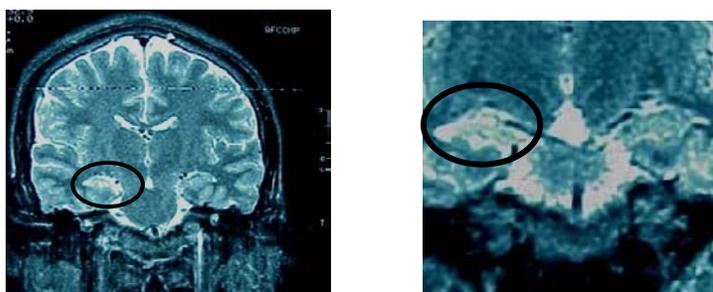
Resonancia Magnética prequirúrgica de GT-D. En estos cortes coronales se puede observar la dilatación del asta temporal derecha
